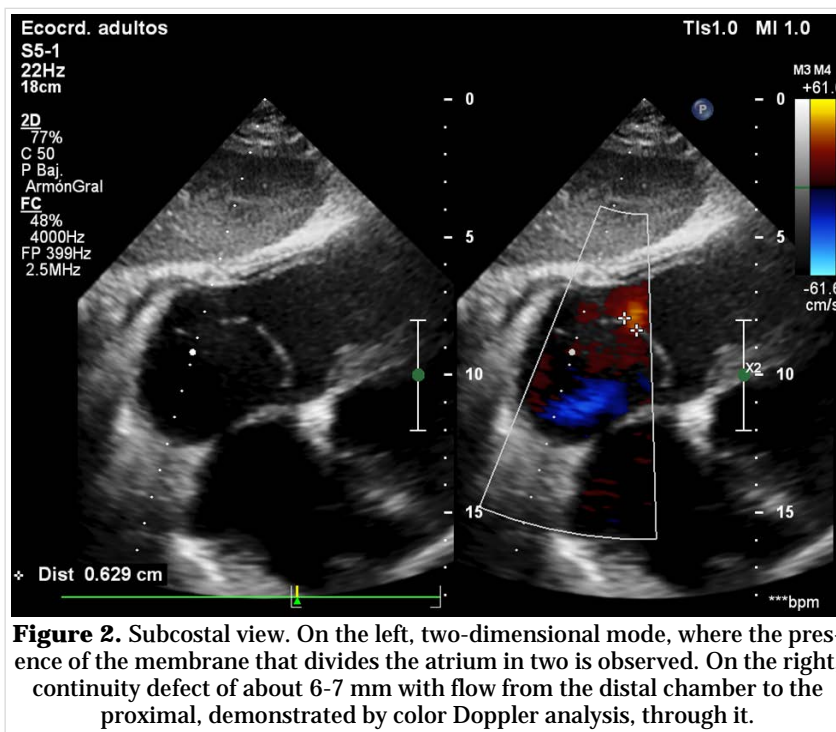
Subcostal view. On the left, two-dimensional mode, where the presence of the membrane that divides the atrium in two is observed. On the right, continuity defect of about 6-7 mm with flow from the distal chamber to the proximal, demonstrated by color Doppler analysis, through it.
